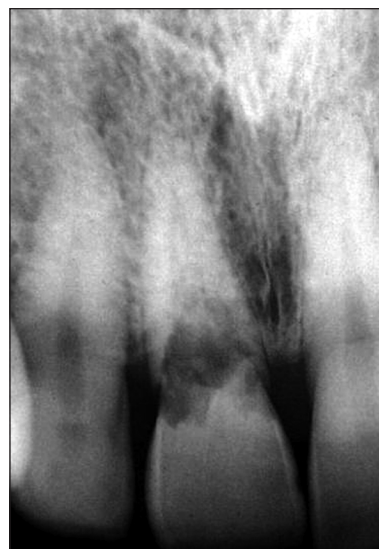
RTG zuby 47 - vnitřní granulom lokalizovaný v cavum pulpa.
